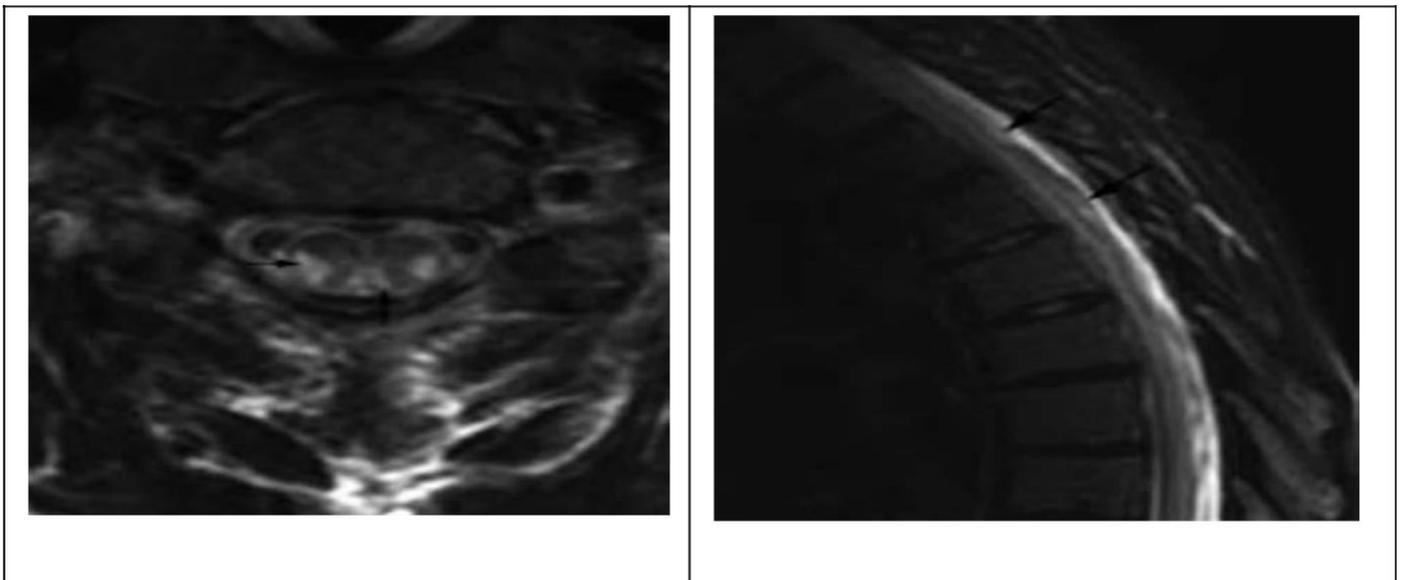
IRM cervicothoracique
